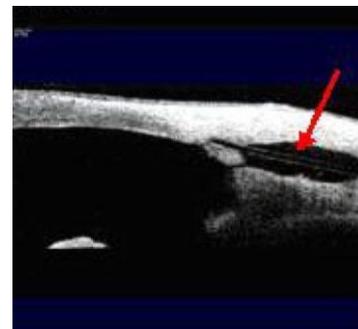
Данные оптической когерентной томографии
